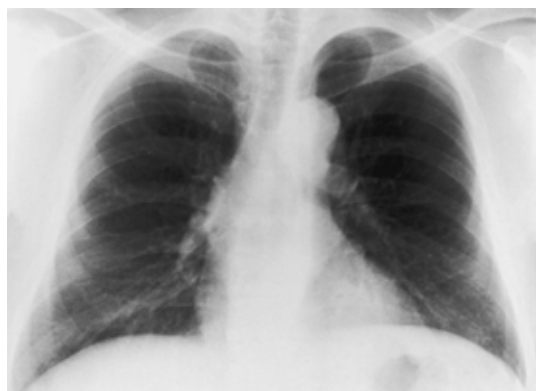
1 Chest radiograph (March 17, 1999) with no sign of pneumoconiosis.
